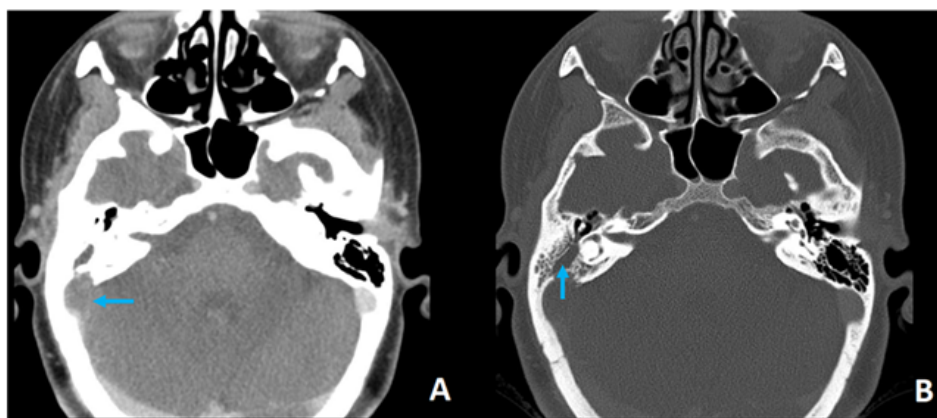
Tomografia computadorizada de crânio com contraste pré-tratamento. A: Trombose do seio sigmoide evidenciada à direita; B: Velamento subtotal da mastoide e orelha média direita.
